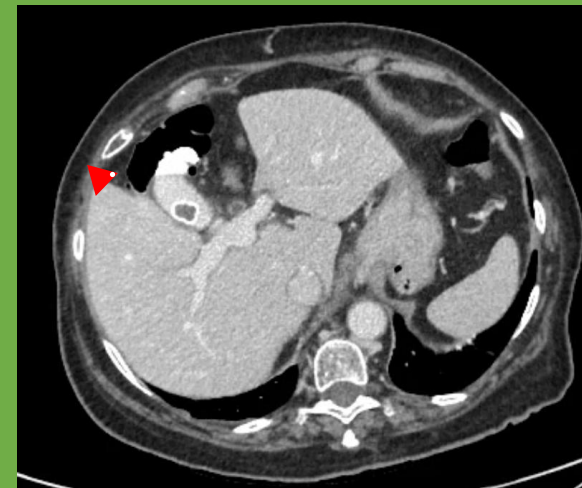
TC de abdomen portal
